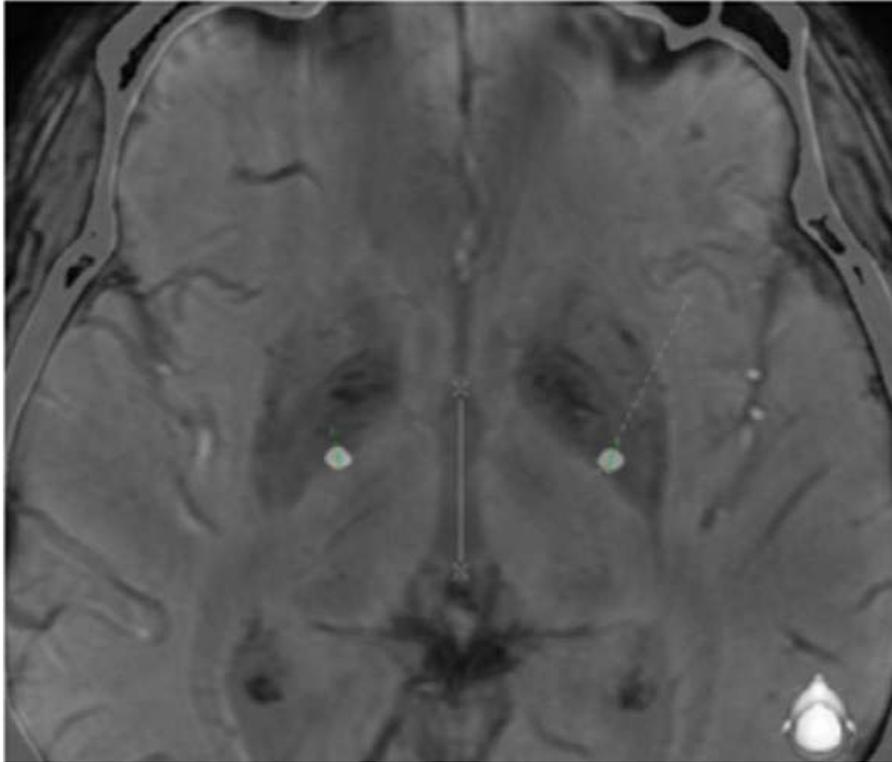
Imagem pós-operatória demonstrando a fusão da TC com a RM com eletrodo à direita ligeiramente mais medial.
